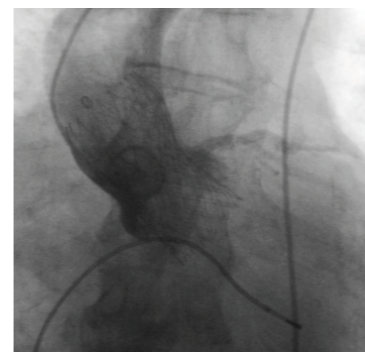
Röntgenbild des Herzens mit Kontrastmittelinjektion über einen Pigtail-Katheter in die Aortenwurzel. Der CoreValve-Aortenklappen-Stent liegt zu 80 Prozent in der Aortenwurzel bzw. der aufsteigenden Aorta und ragt zu 20 Prozent in den linksventrikulären Ausflustrakt hinein. Zusätzlich erkennbar sind Abgang und Beginn des linken Herzkranzgefäßes und ein temporärer Stimulationskatheter in der rechtsventrikulären Spitze.
